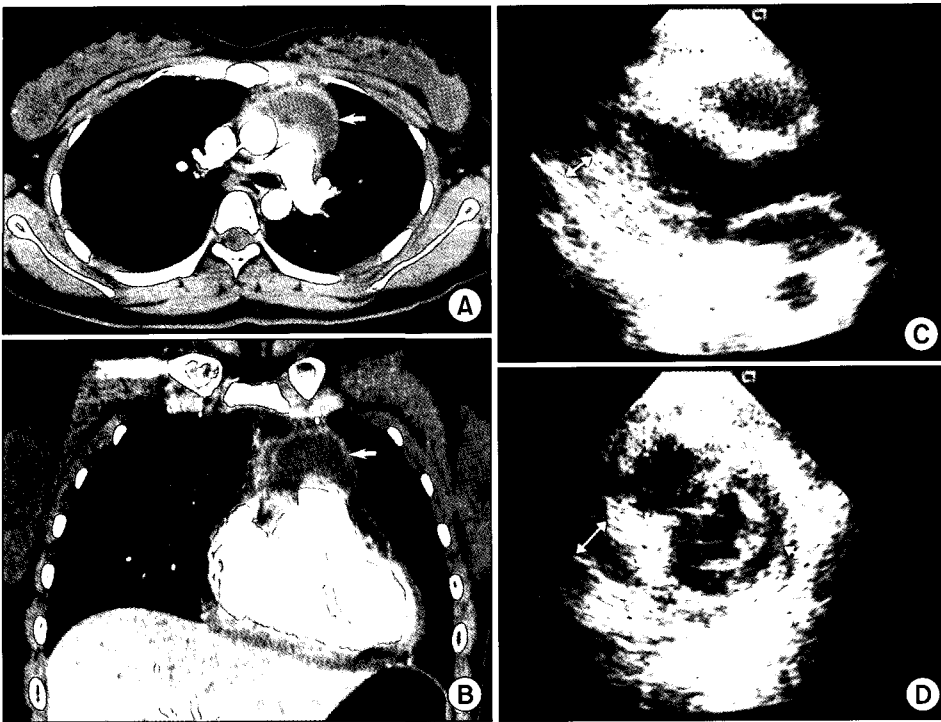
(A, B) Preoperative computed tomograms of the chest show a anterior mediastinal cystic tumor (unidirection arrows) around ascending aorta and main pulmonary artery. (C, D) Emergent echocardiograms show pericardial effusion (bi-directional arrows).
